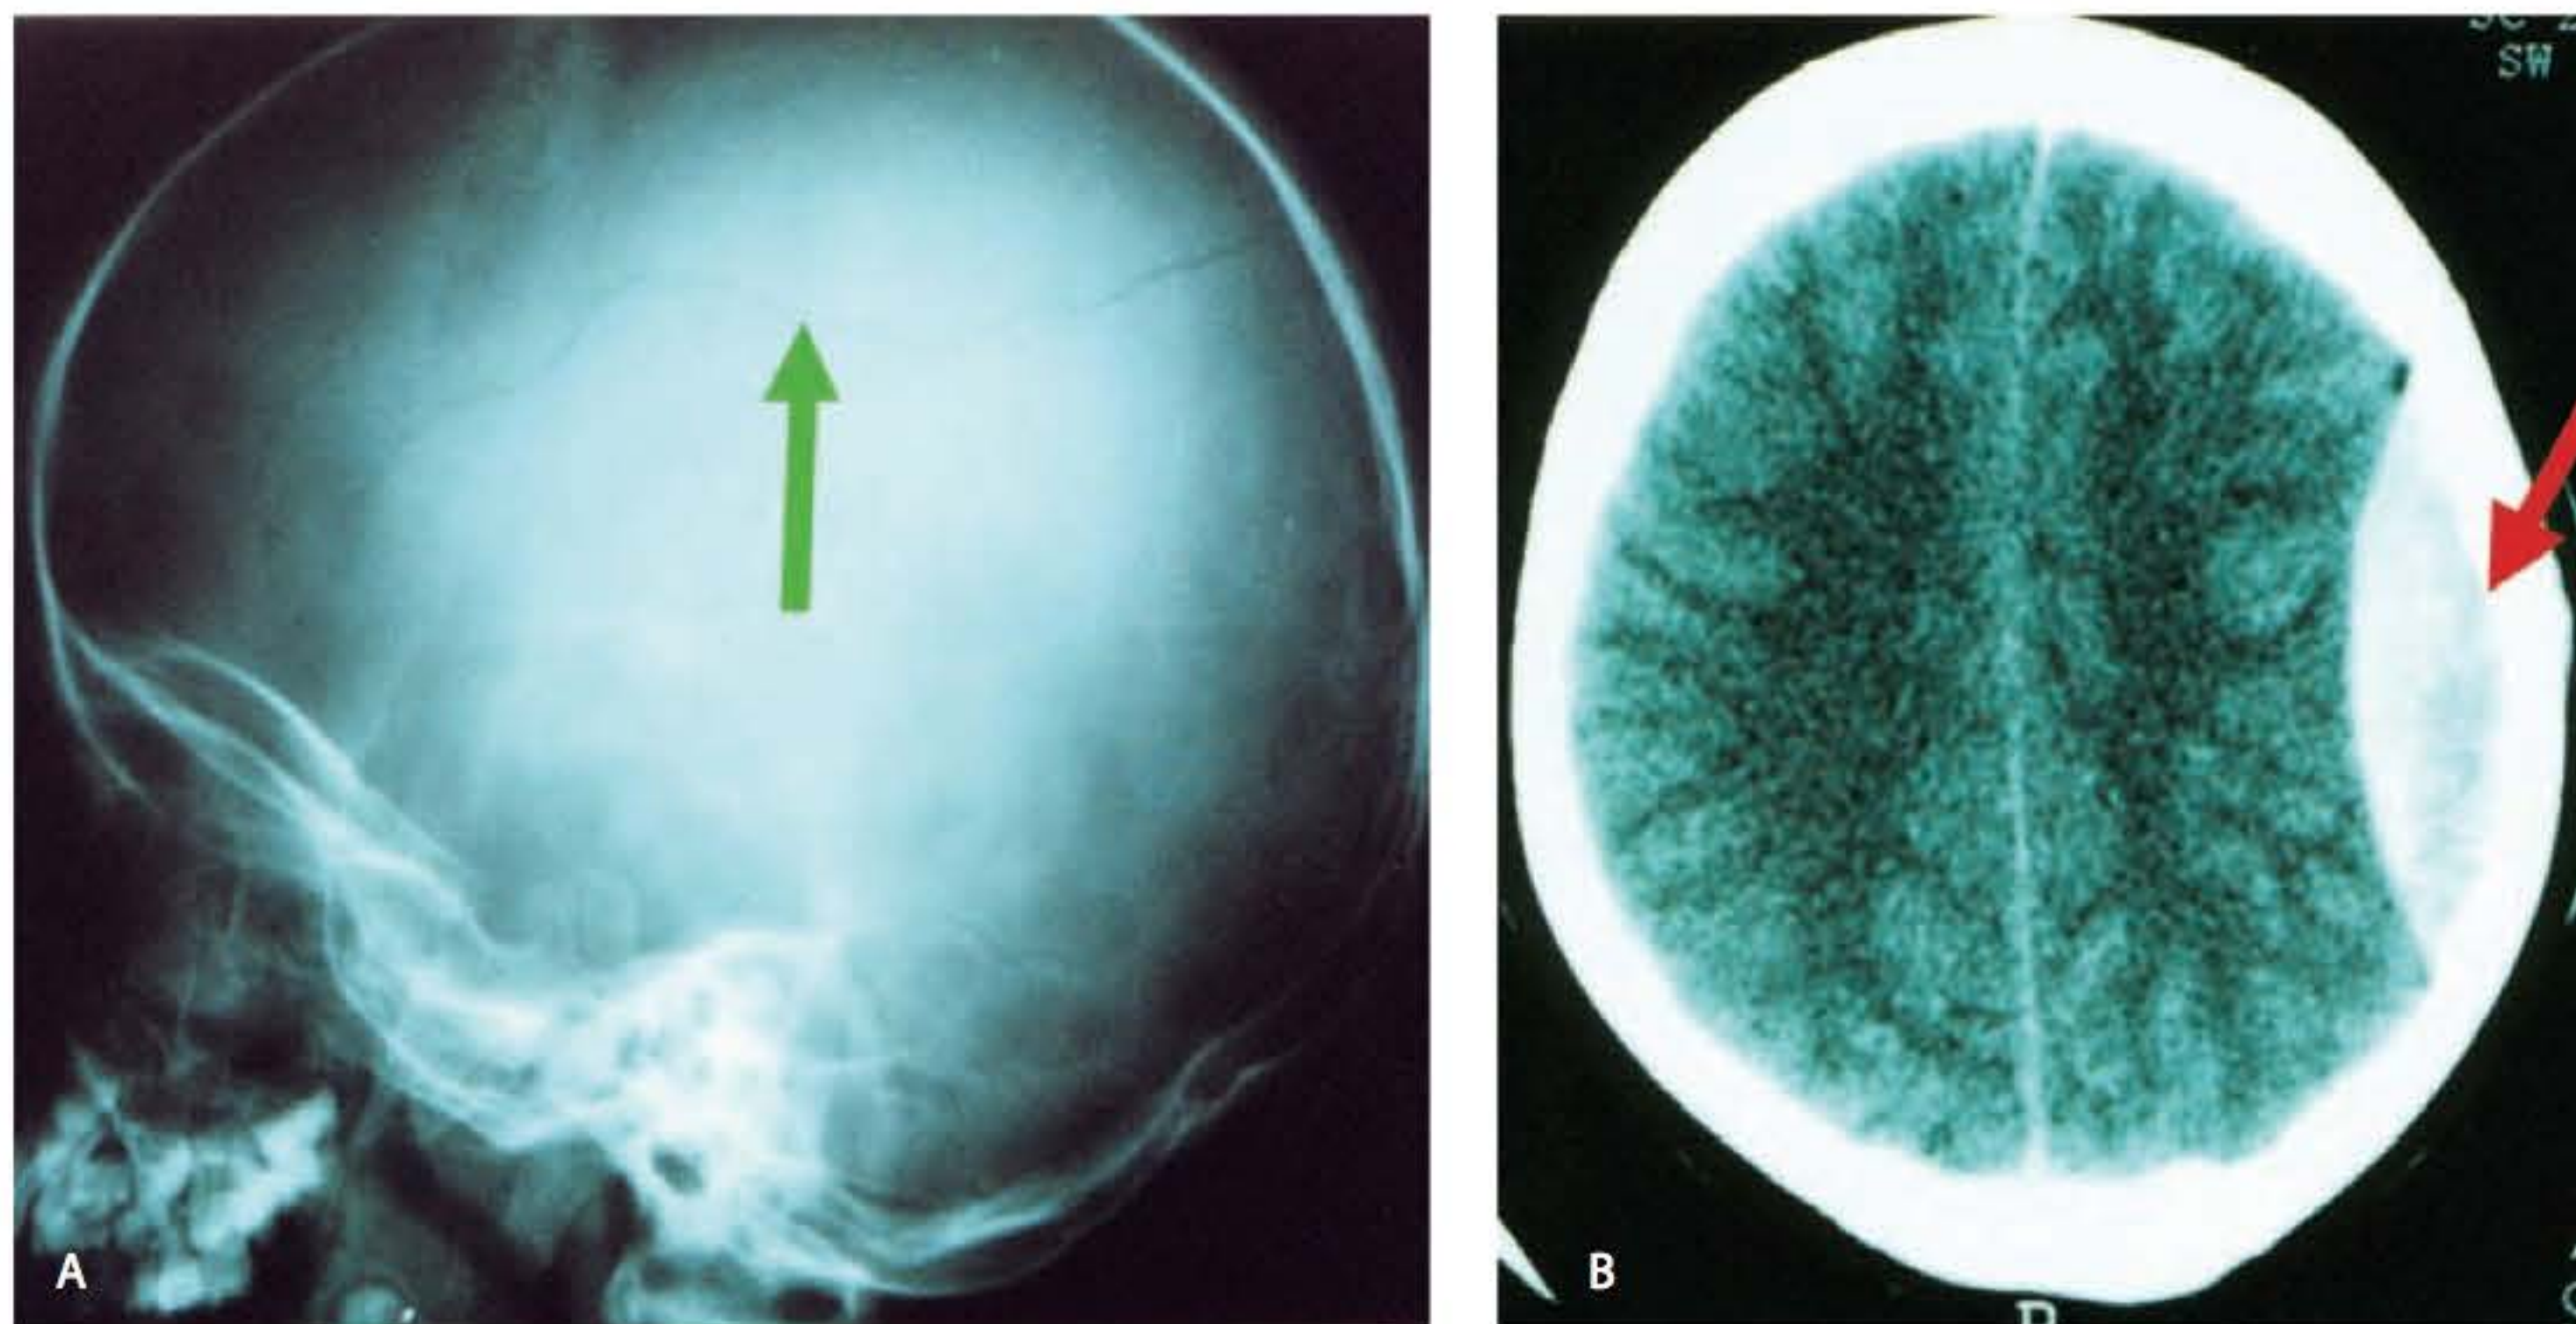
▶ A. Radiografia de crânio em perfil. Observa-se linha de fratura cruzando o território da artéria meníngea média (seta). B. Tomografia computadorizada cerebral, mostrando hematoma extradural (seta).
